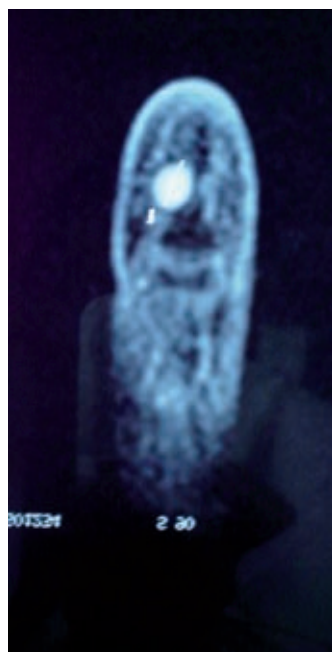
Angiorresonancia de la punta digital que confirma la naturaleza vascular de la lesión.
